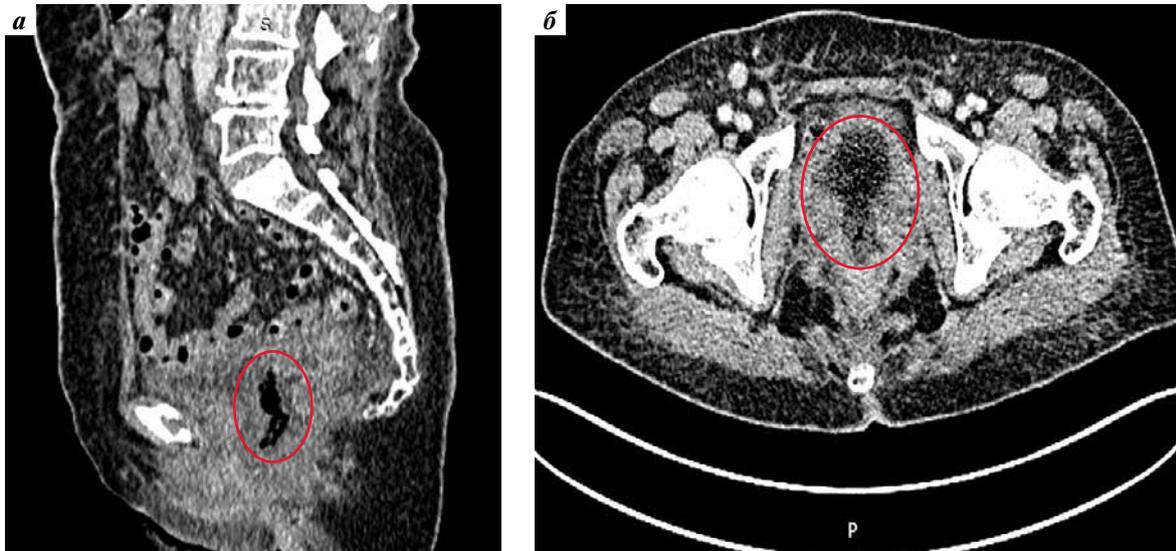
Компьютерная томография органов малого таза, сагиттальный (а) и аксиальный (б) срезы. Комбинированный мочепузырно-вагинально-прямокишечный свищ (красный контур)
